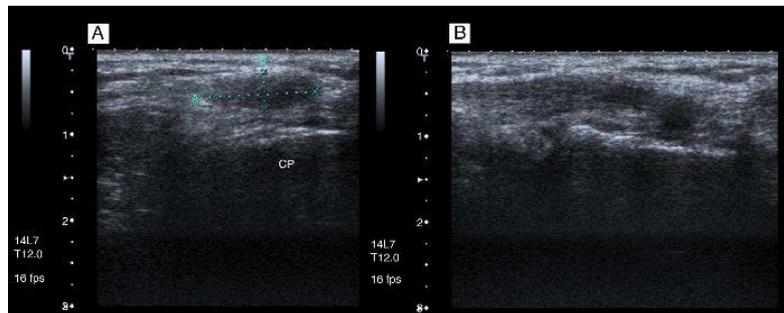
Ecografía del tobillo.
